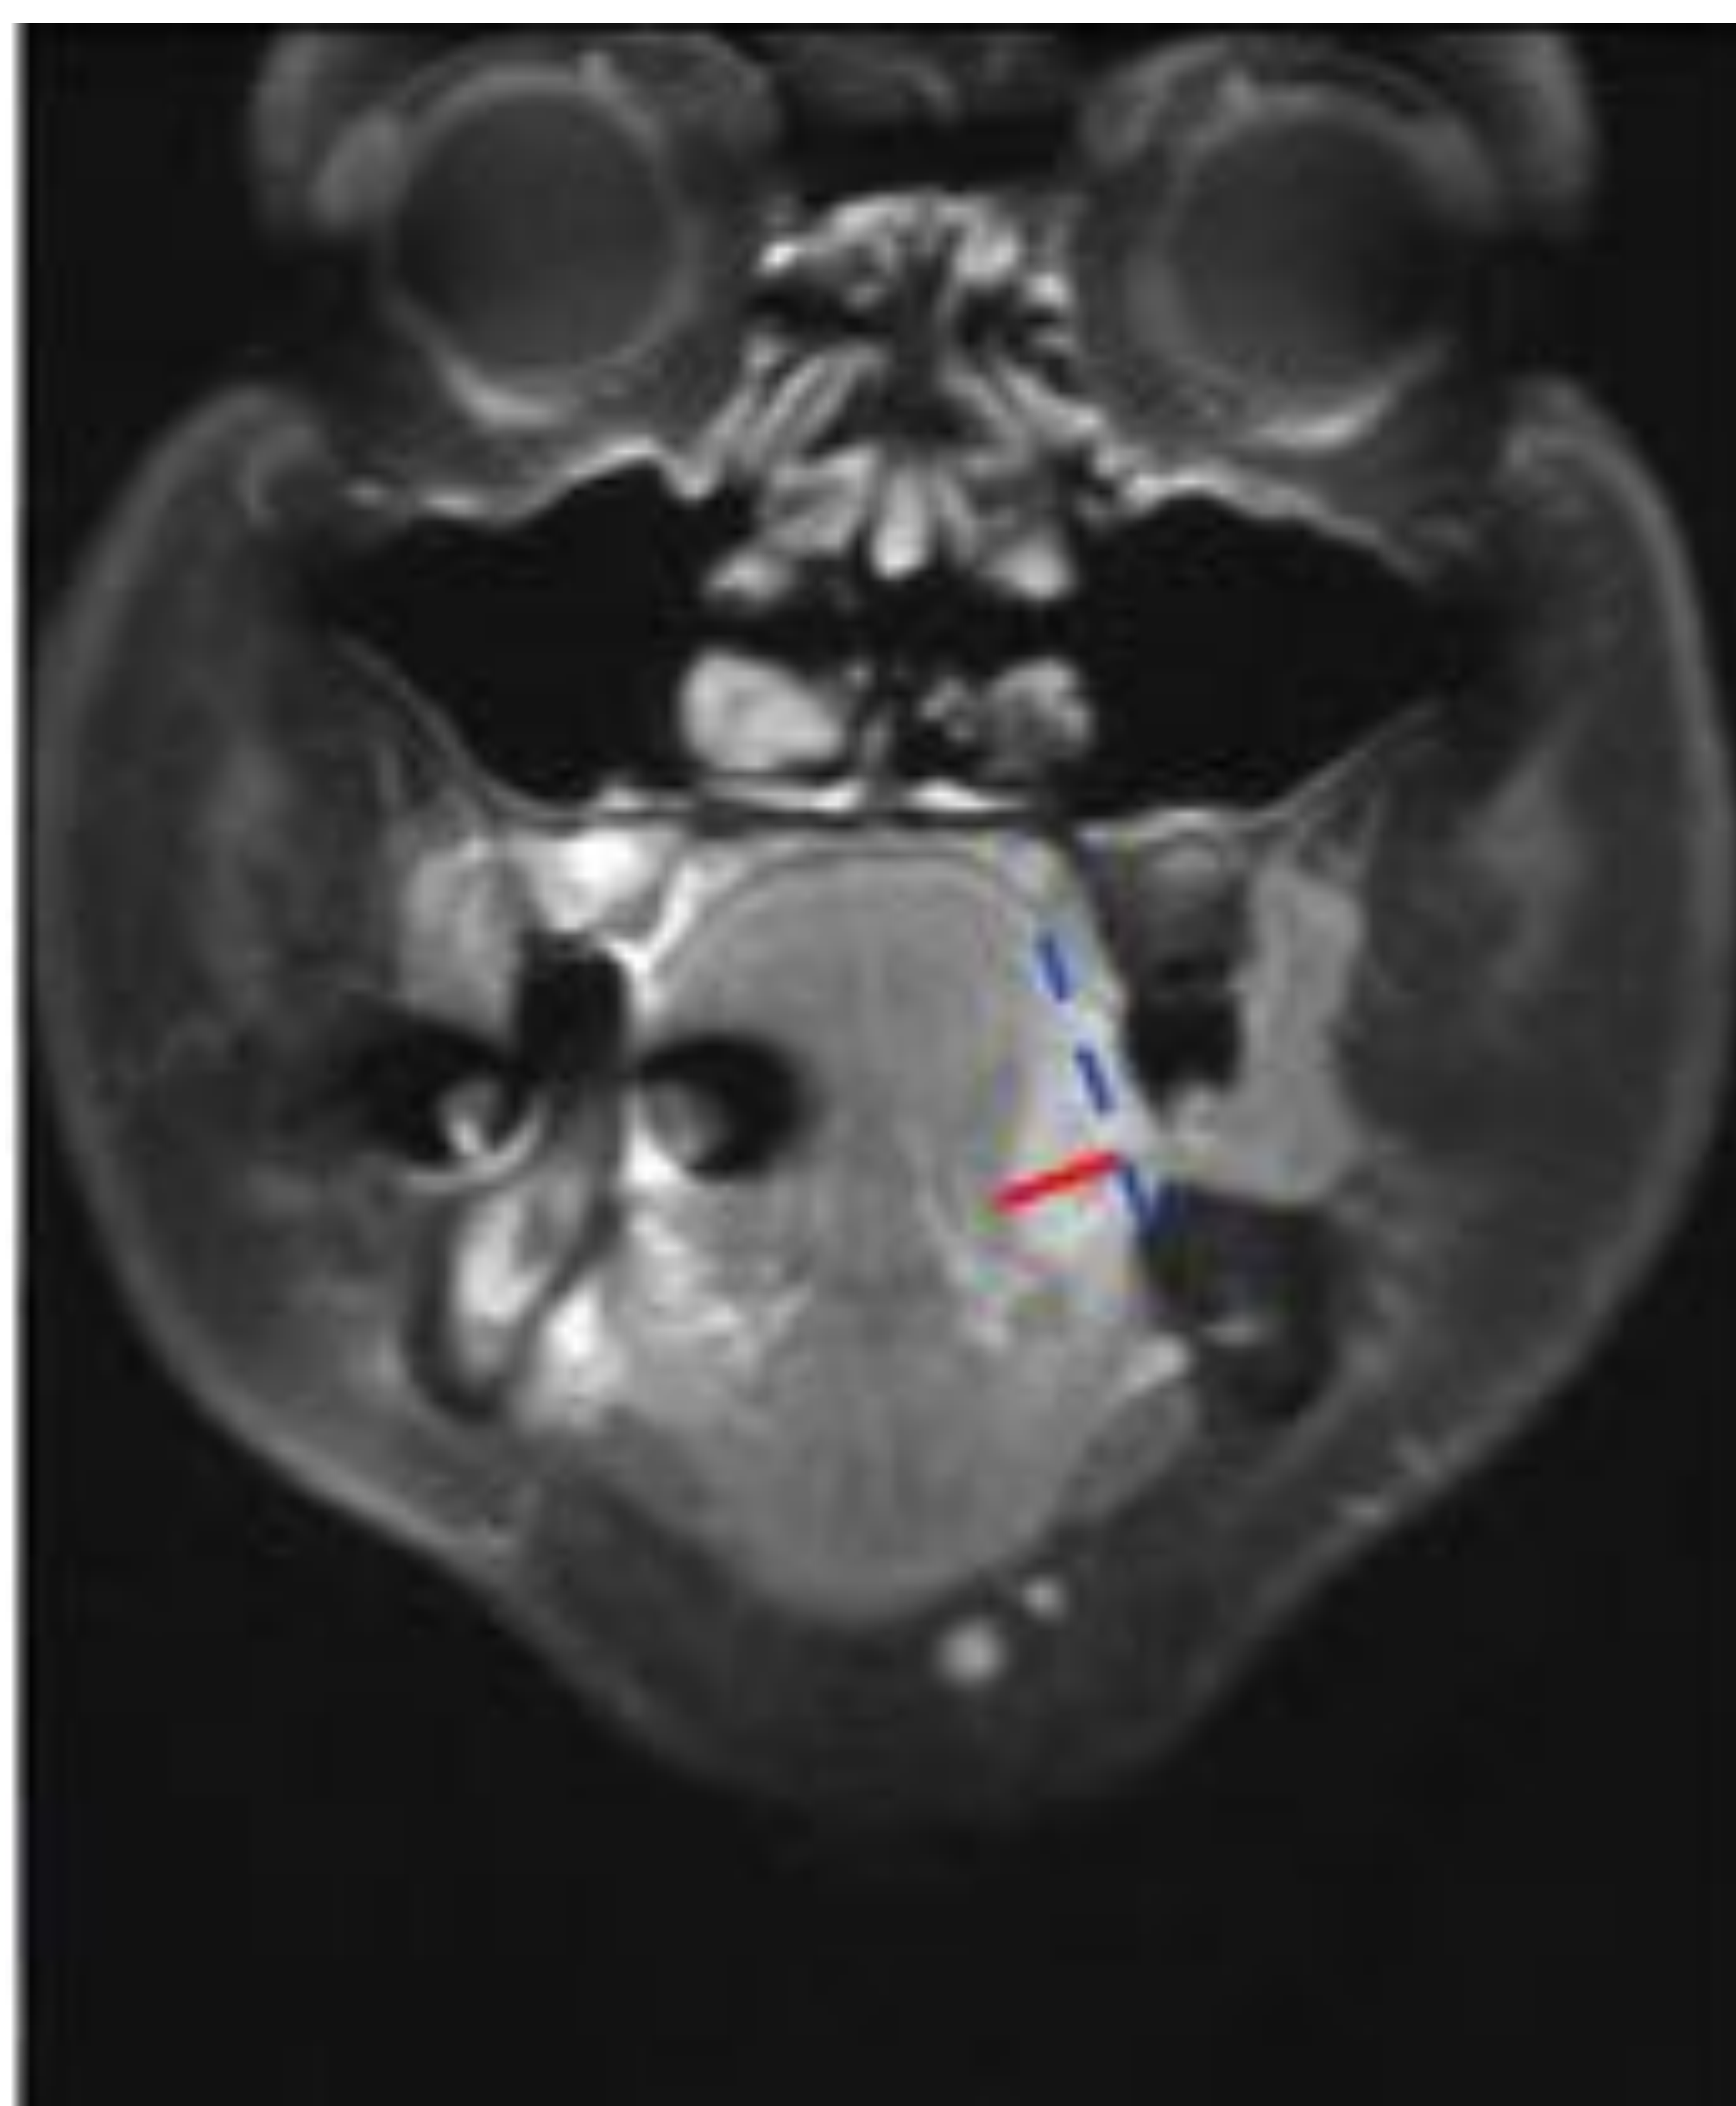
RM Coronal T1 con contraste y supresión grasa que muestra tumor del borde lateral de la hemilengua izda con un DOI tanto radiológico como anatomopatológico de 9 mm. Fuente: HUSC
